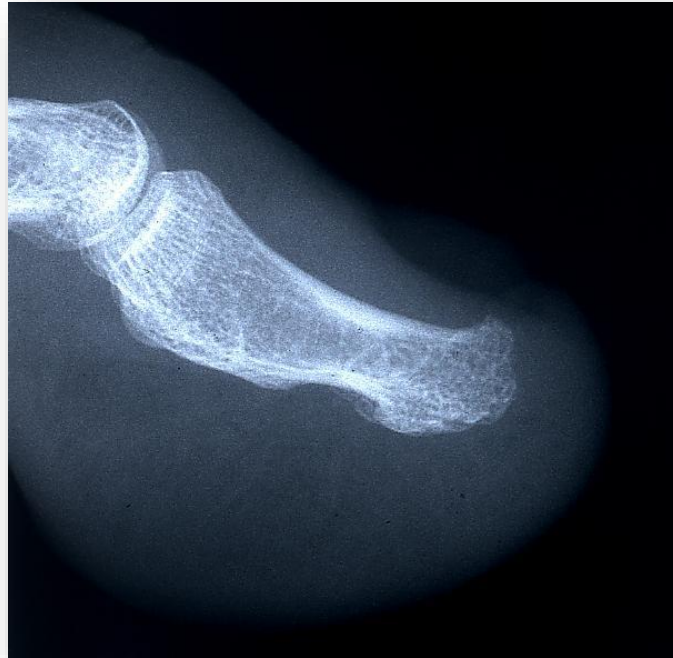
Radiografía (Rx) de Exostosis subungueal (Fuente cedida por el Profesor JM. Ogalla)
